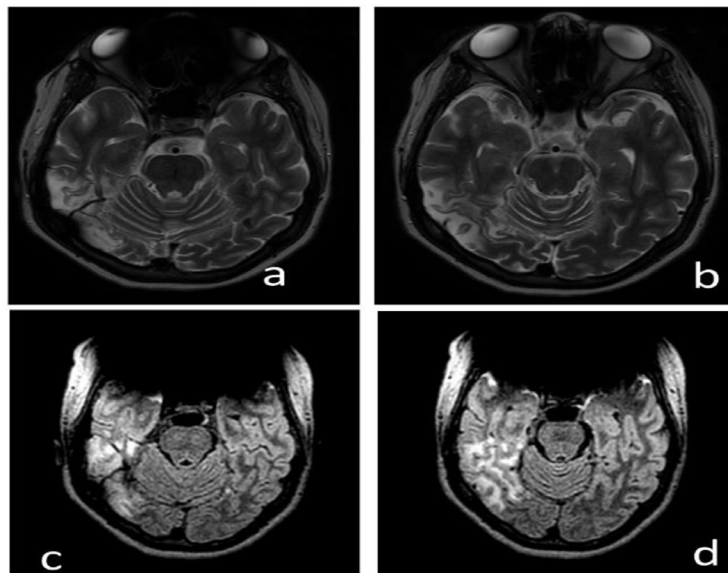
Imágenes por Resonancia magnética cerebral, axiales, secuencia T2 (fila superior), FLAIR (fila inferior). Se observa áreas de aumento de la intensidad en relación con zonas de infarto en el lado derecho localizadas en giro temporal inferior (a, c), giro occipitotemporal lateral (b, d). Fuente: Documento obtenido durante la realización del estudio (09/09/2022).
